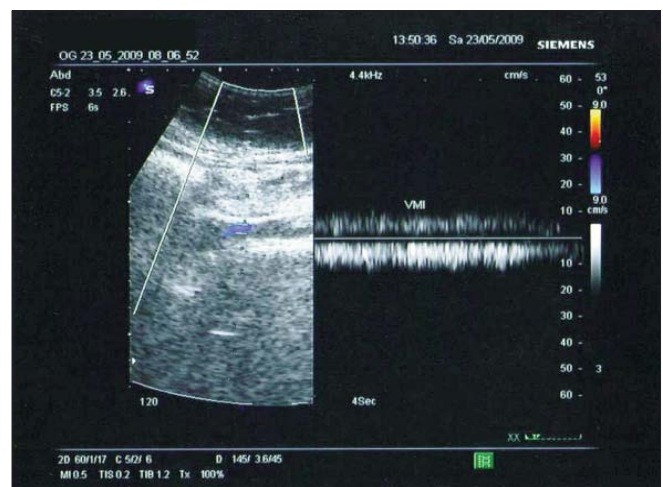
Vena mezenterică inferioară permeabilă postoperator (la 15 zile), aspect Doppler color
